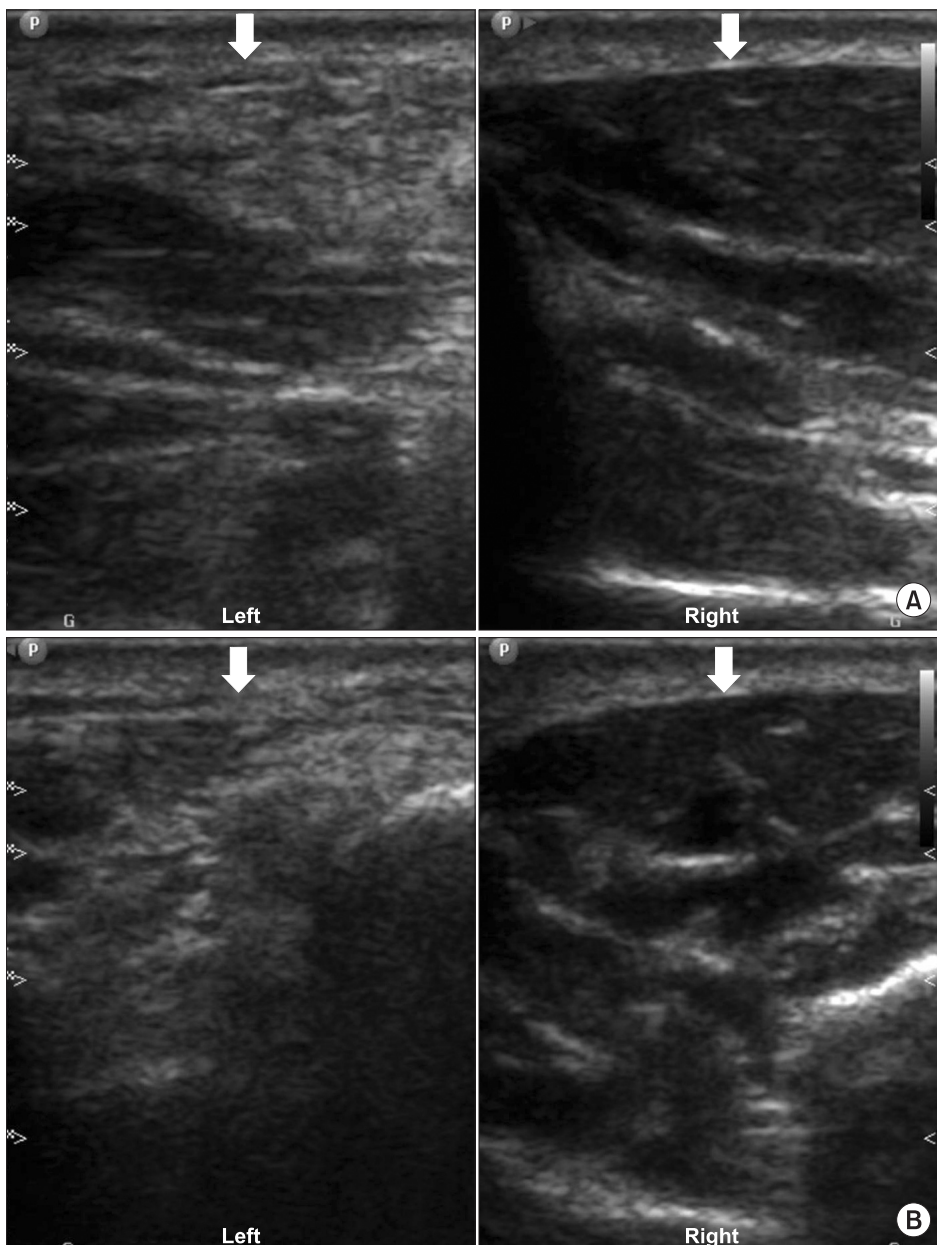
Sonographic images of left and right thenar muscle. (A) Longitudinal scan demonstrates atrophic change of left thenar muscle (white arrow) comparing to right side. (B) Transverse scan also shows decreased muscle volume (white arrow) comparing to right side.
